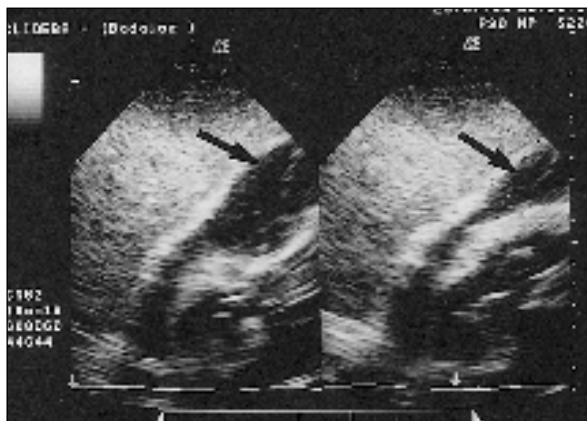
Ecocardiograma bidimensional (paraesternal eje largo) en sístole (izquierda) y diástole (derecha): derrame pericárdico severo (flechas) con ecos densos en su interior, y colapso diastólico del ventrículo derecho.
